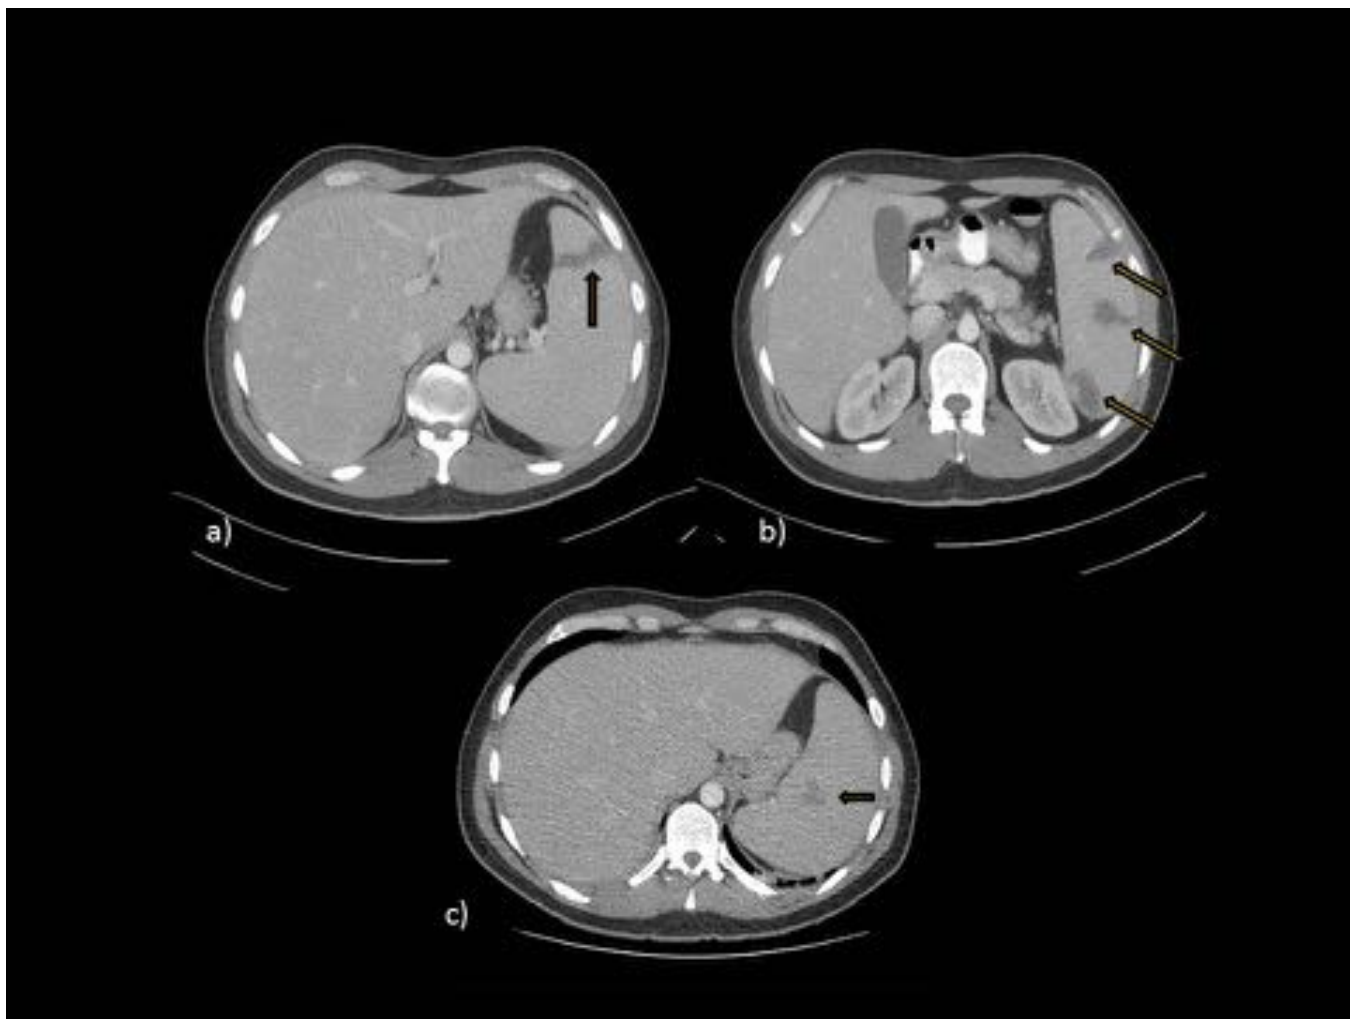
TC con CIV. a y b) imágenes lineales irregulares e hipodensas en parénquima esplénico, en paciente con esplenomegalia e infección por citomegalovirus, sugestivas de laceraciones. c) Control a los dos meses, donde persiste alguna pequeña lesión hipodensa, con significativa disminución de tamaño.
